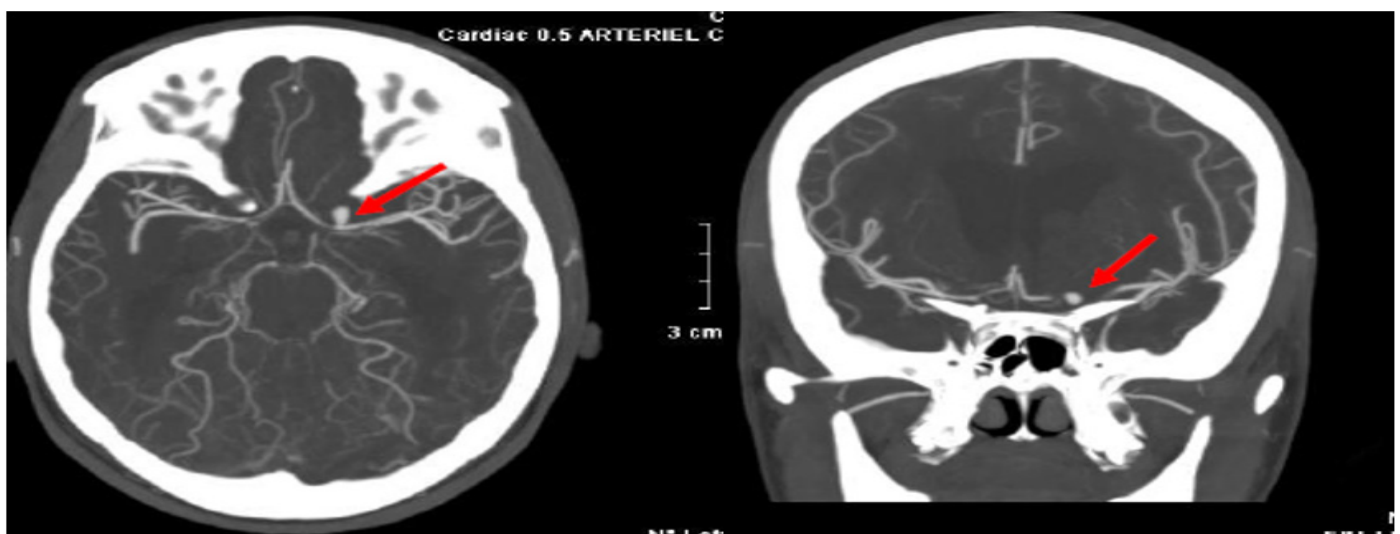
Angio TDM montrant un anévrisme de l'artère cérébrale moyenne gauche chez une patiente de 17 ans
